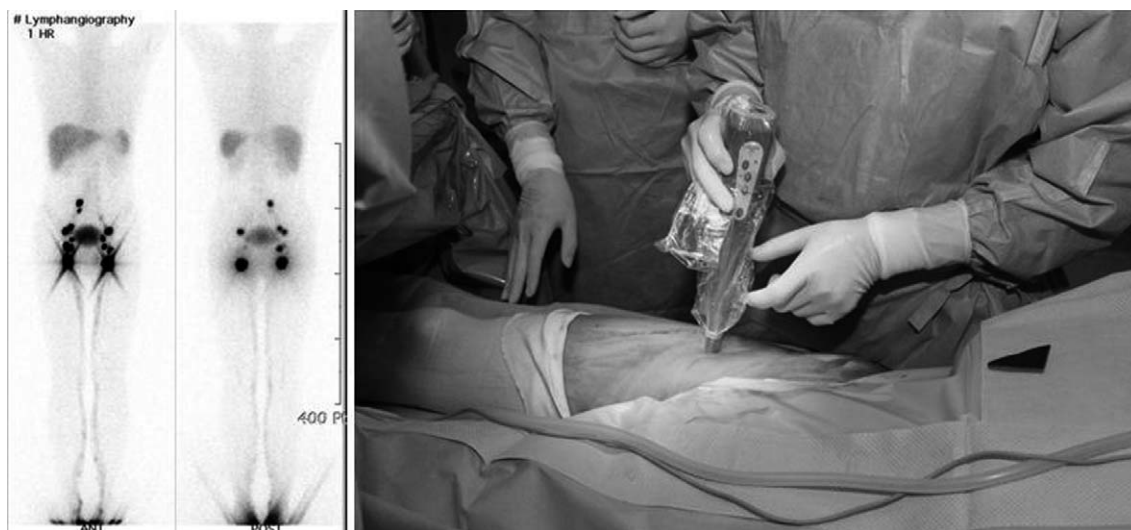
Lymphoscintigraphy and a gamma probe for the detection of a sentinel lymph node.
